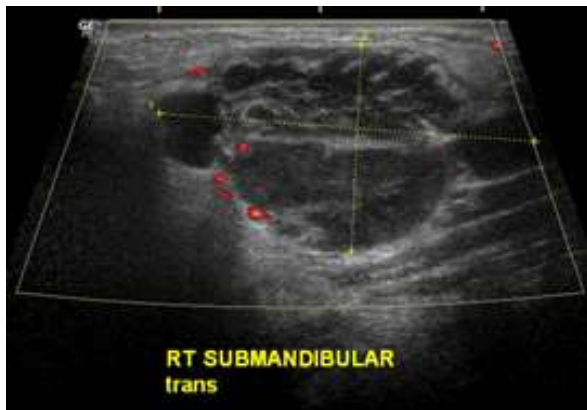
Ultrasound image of submandibular gland in primary Sjogren's syndrome.
